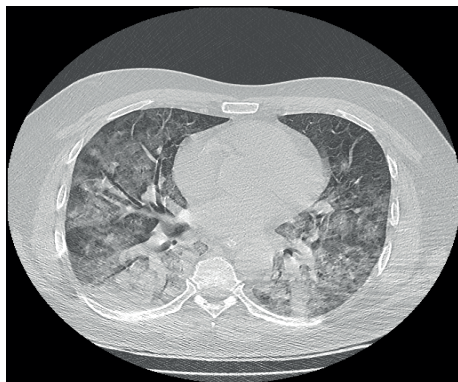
МСКТ ОГК больной Т. 45 лет, с COVID-19, ОРДС.
